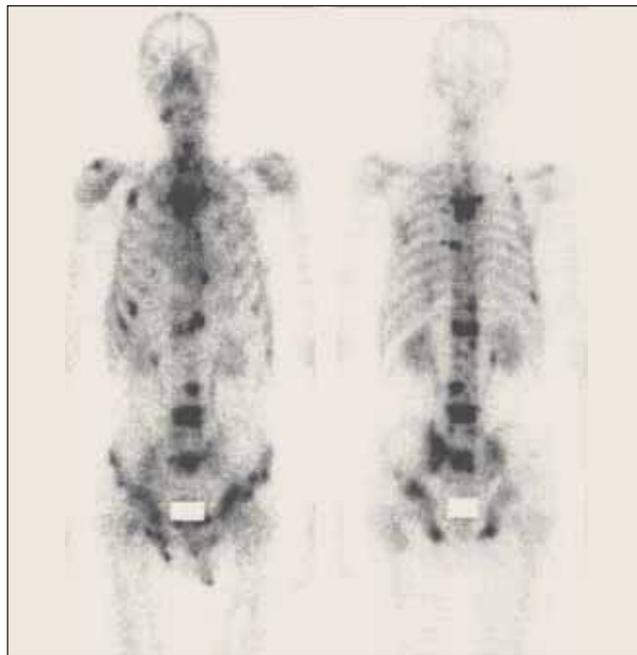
Сцинтиграфия скелета больного И. на фоне лечения по схеме DEKAP. Отмечается значительное уменьшение накопления радиофармпрепарата во всех отделах)
